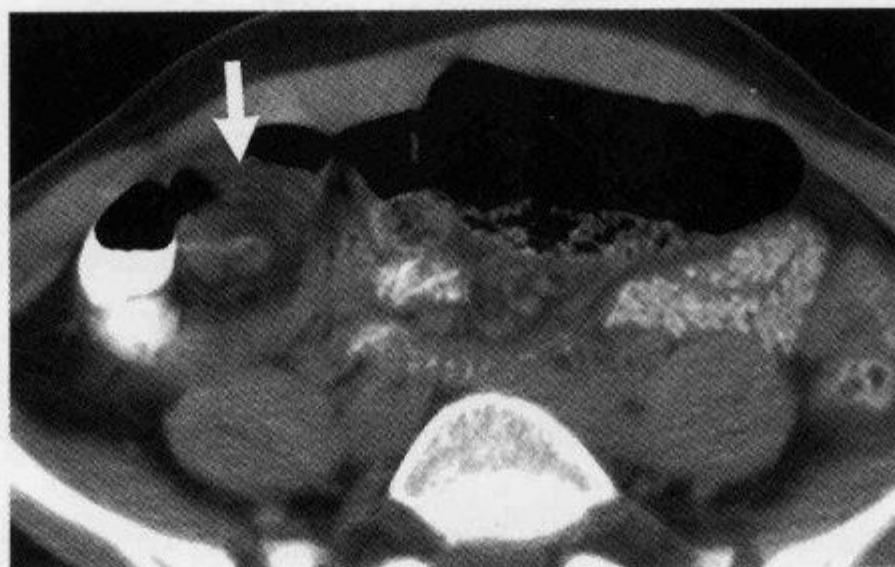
盆腔横断 CT 扫描示“漩涡征”
